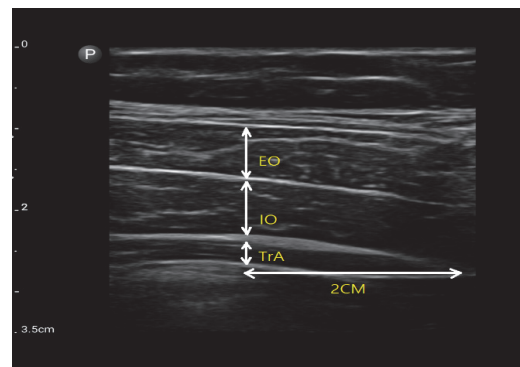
Ultrasound image of the abdominal muscles.
